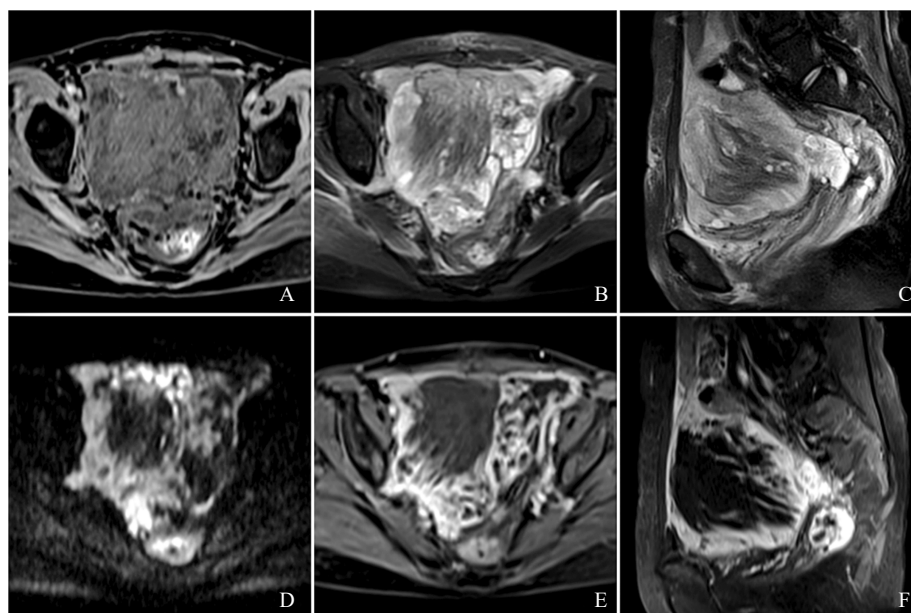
典型病例6 (患者, 女性, 50岁, 因EM多次盆腔手术史及肠梗阻手术史, 子宫外低级别间质肉瘤, 来源于EM) MRI图像
